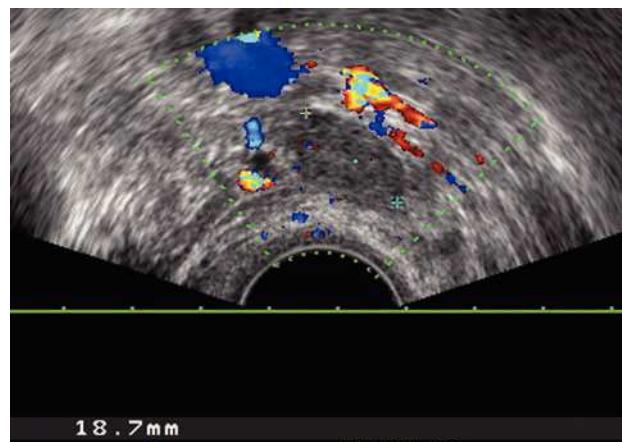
Ecografía transvaginal que muestra el ovario izquierdo con un tamaño de 18 mm, sin vascularización en el estudio Doppler color. Nótese que por detrás del ovario se visualizan los vasos ilíacos.
